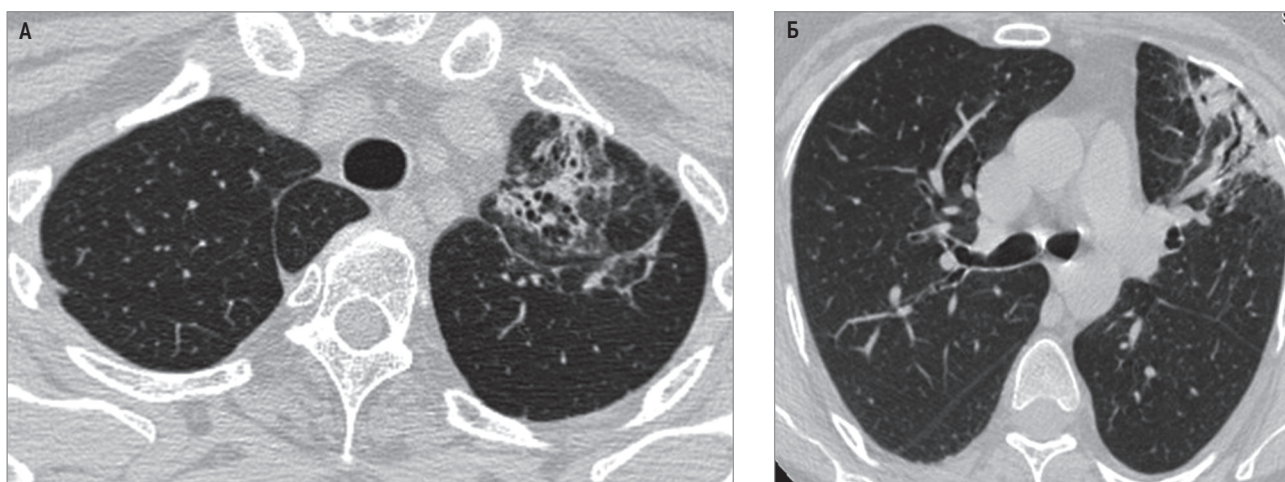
Лучевой пневмофиброз после лучевой терапии по поводу рака молочной железы: А – уменьшение объема верхней доли левого легкого, сближение в ней элементов бронхолегочного рисунка с наличием зон пневмофиброза, расширением просветов сегментарных и более мелких бронхов и формирование тракционных бронхо- и бронхиолоэктазов; Б – неоднородная инфильтрация в S3 левого легкого с обширными фиброзными изменениями и тракционными бронхоэктазами. Компьютерная томография
